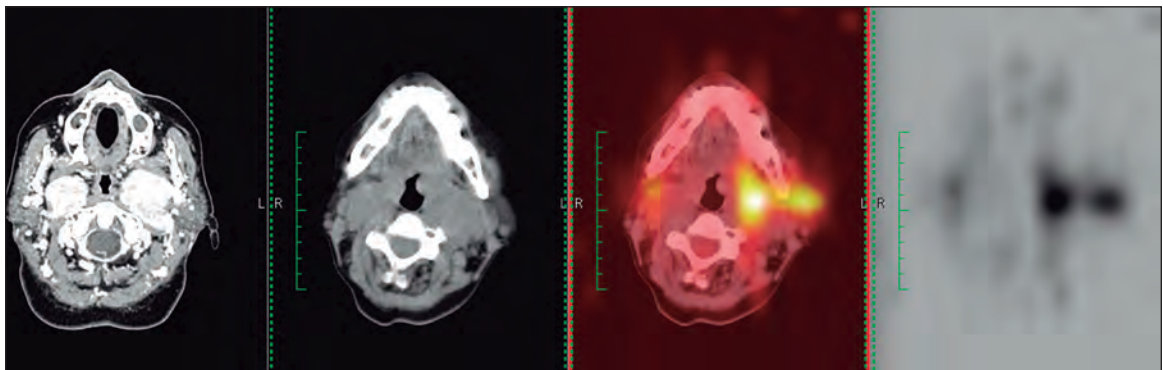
SPECT CT, MIBG. Evidencia captación solo en tumor izquierdo, que podría corresponder a zonas diferenciadas del resto del tumor.
